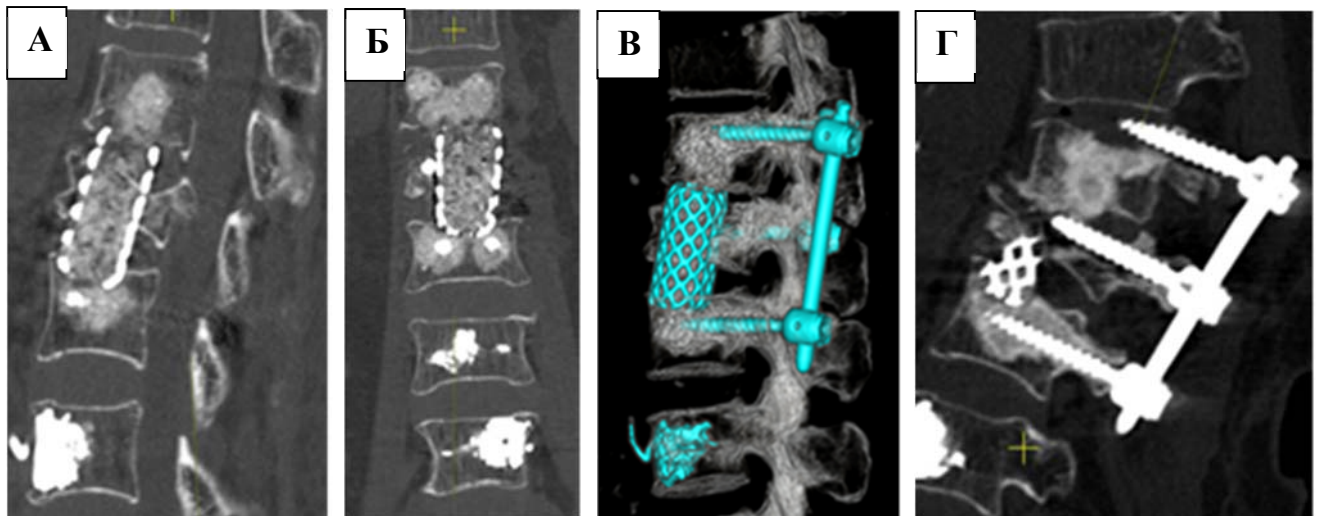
Формирование нестабильности имплантатов за счет wind shield wiper effect: КТ контроль в раннем послеоперационном периоде, сагиттальная проекция (А), КТ контроль в раннем послеоперационном периоде, фронтальная проекция (Б), КТ 3D реконструкция в раннем послеоперационном периоде (В), контрольные КТ через 4 месяца – смещение винта в межпозвонковый промежуток (Г)
